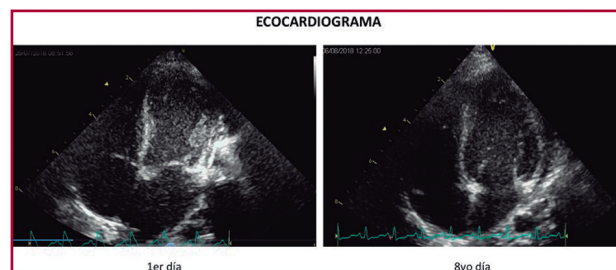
Ecocardiograma al ingreso y a los 8 días. Imagen de vista de 4 cámaras apical. En el primer día se evidencia dilatación del VI con falta de contracción apical en sístole. Al octavo día, morfología normal del VI.
